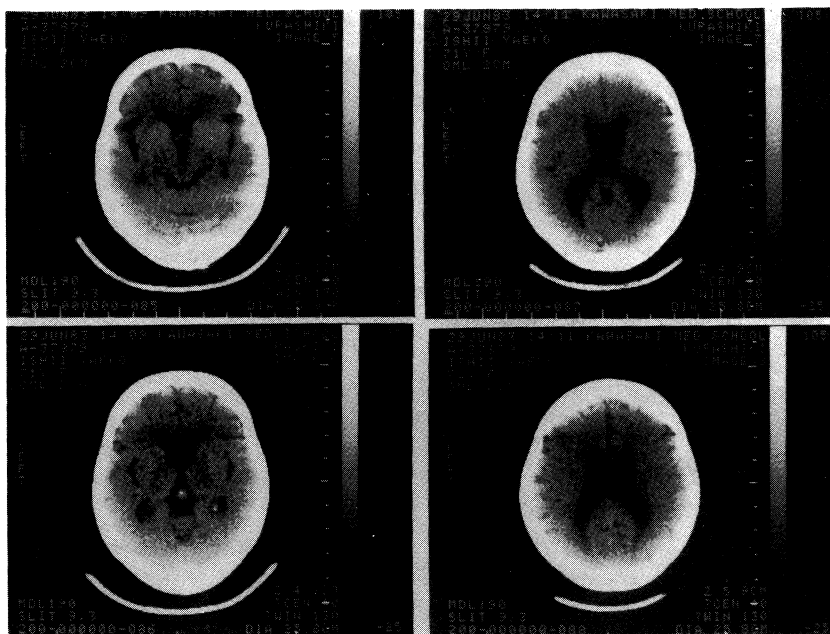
Brain CT of case No. 1.
